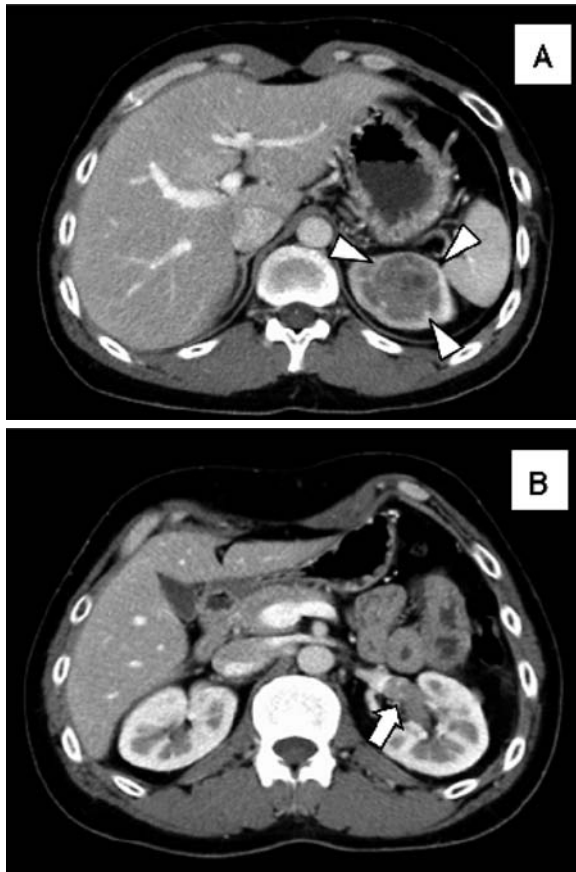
Enhanced CT showed A) a left renal mass (arrow head). B) a tumor thrombus into the left renal vein (arrow).
